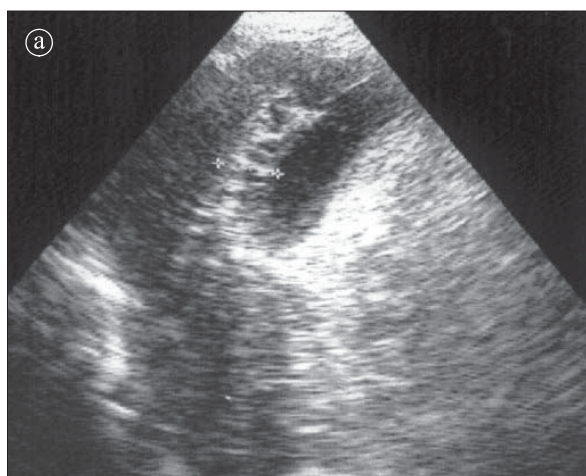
Colecistită acută. Ecografie a) secțiune longitudinală b) secțiune transversală. Peretele colecistic mult îngroșat. Important edem pericolecistic.
